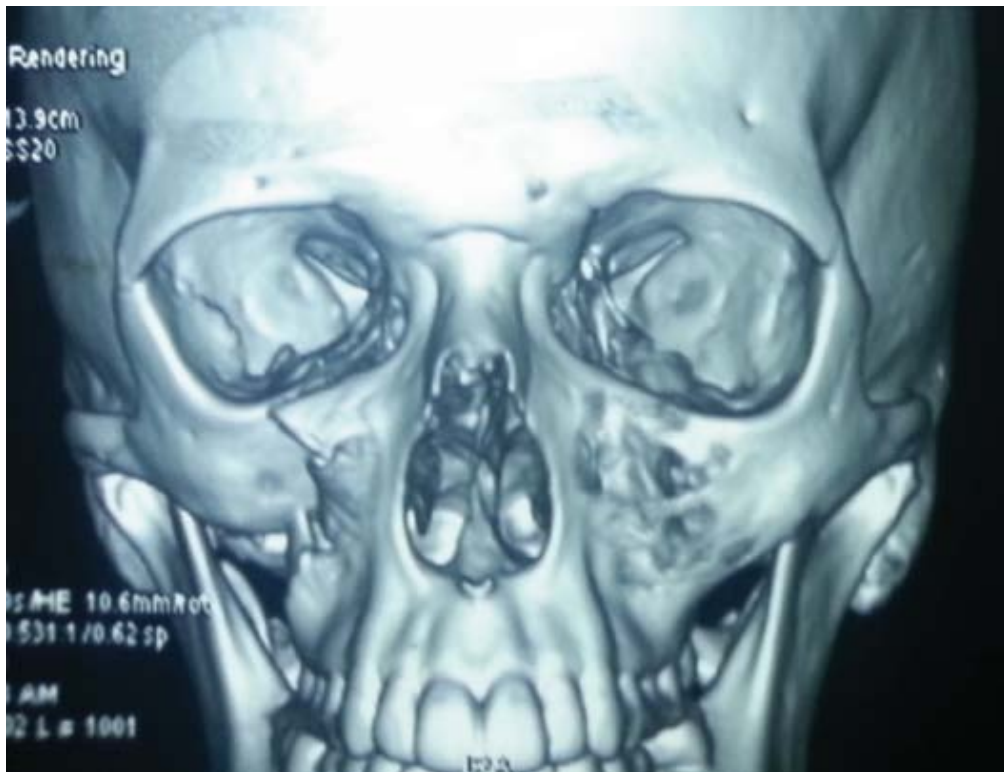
TDM avec Reconstruction 3D montrant une fracture zygomatique droite avec rotation médiale [12]
